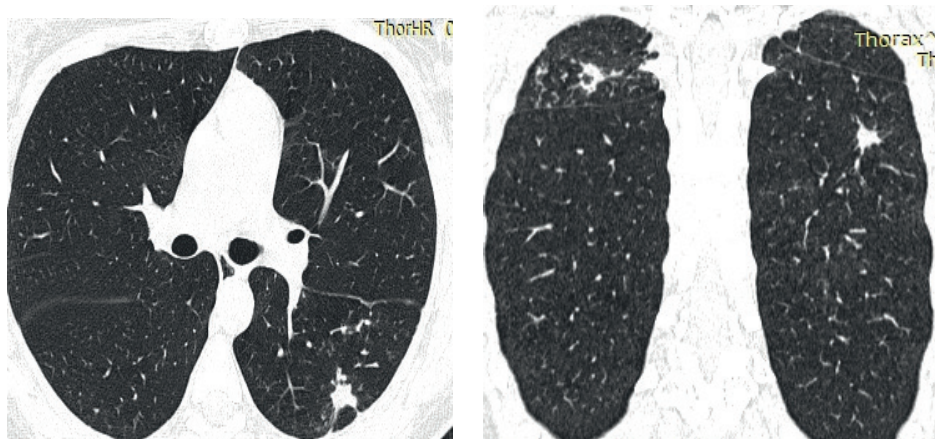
МСКТ ОГК пациентки К. через 2 мес. с начала лечения
